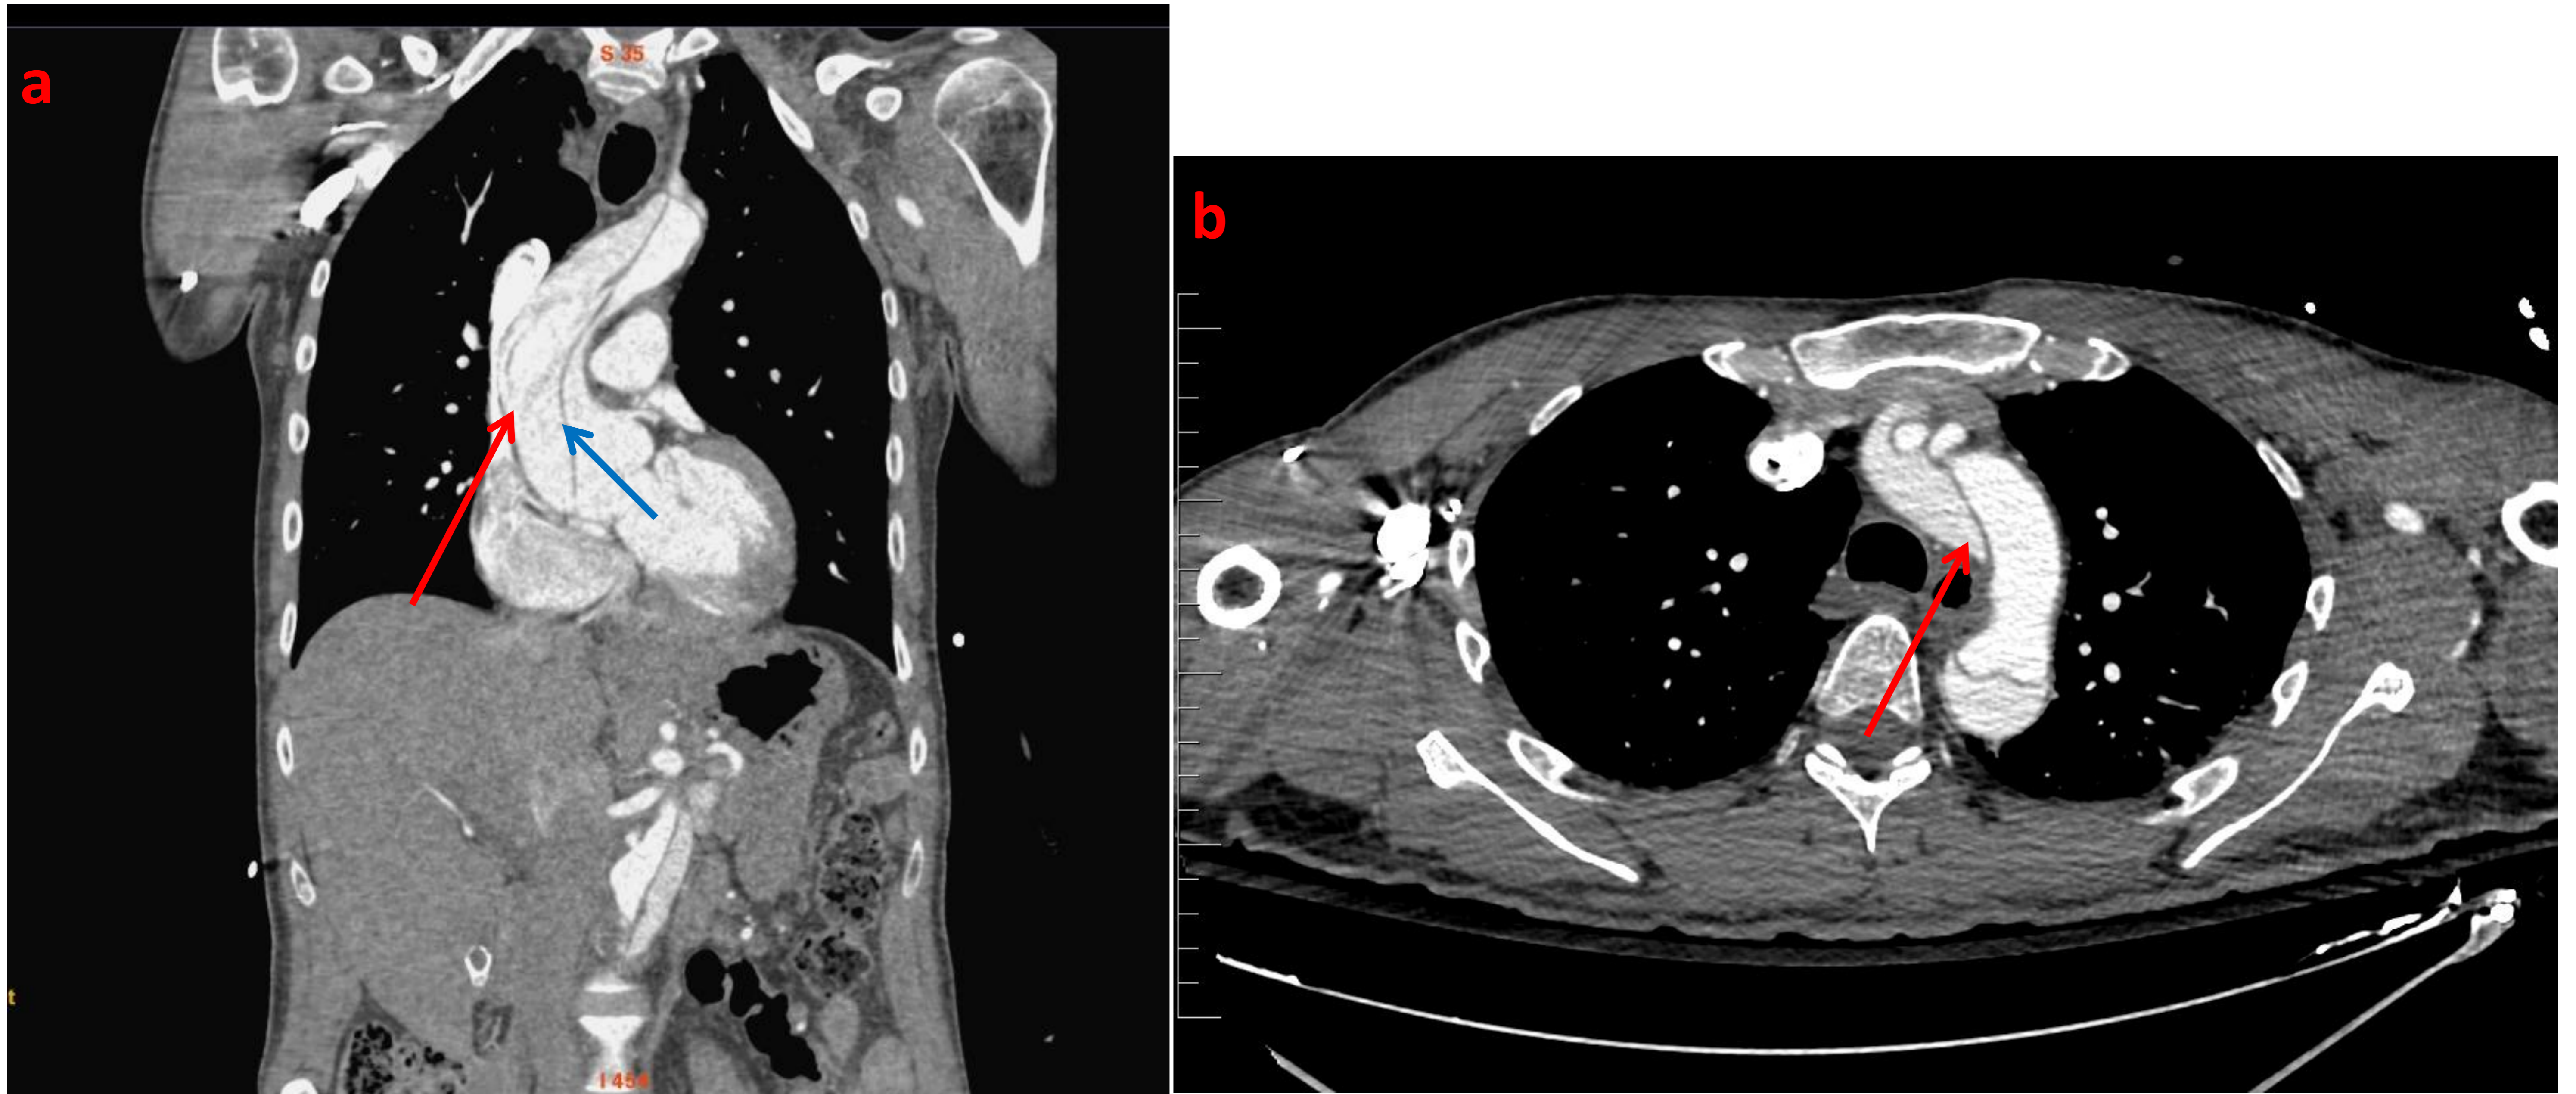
Imágenes de TC coronal (a) y axial (b) que muestran un ejemplo de disección de aorta tipo A (flecha roja), con afectación de aorta ascendente. Obsérvese el flap intimal (flecha azul).
